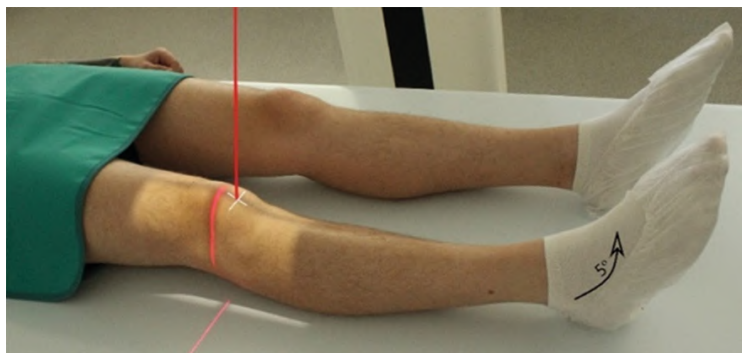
Рентгенография коленного сустава. Задняя прямая проекция
